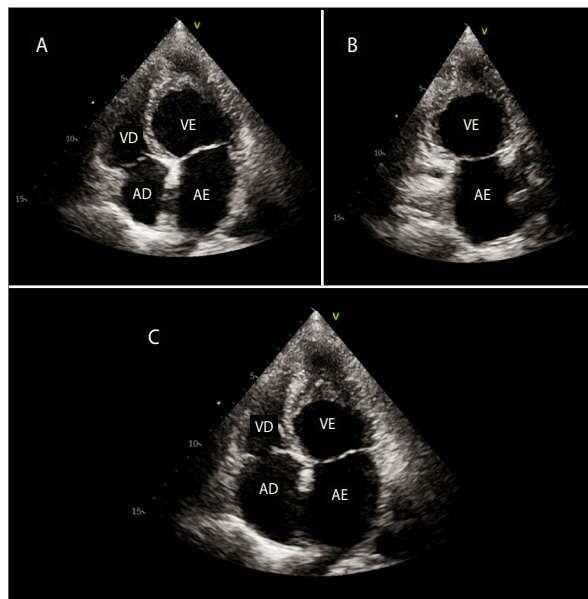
Ecocardiograma transtorácico na EMF com acometimento de ventrículo esquerdo: (A e C) Janela apical 4-câmaras e (B) janela apical 2-câmaras mostram obliteração apical fibrótica, redução do diâmetro longitudinal do ventrículo esquerdo, padrão ventricular esférico e dilatação do átrio esquerdo. AE: átrio esquerdo; AD: átrio direito; VE: Ventrículo esquerdo; VD: Ventrículo direito.
